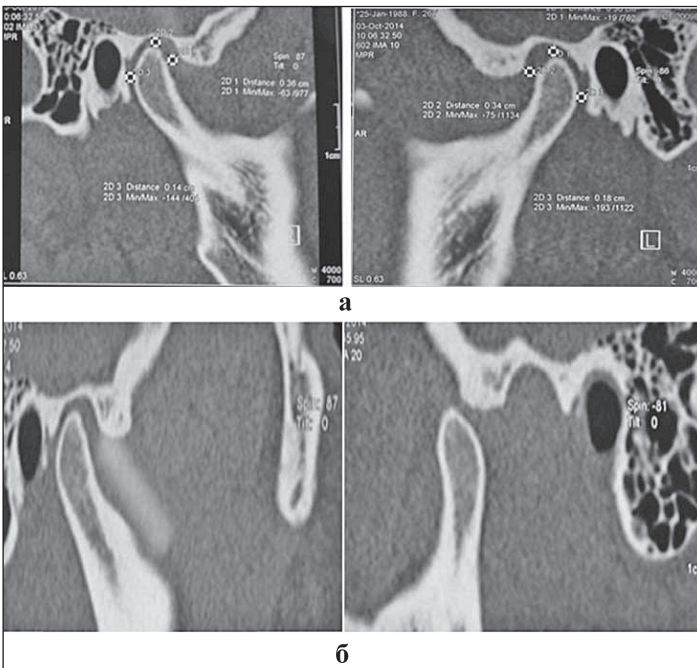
КТ СНЩС пацієнтки К., 39 років Діагноз: компресійно-дислокаційна дисфункція СНЩС. Явища компресії справа, дислокації суглобової голівки зліва. При закритому роті (а) відмічається звуження суглобової щілини в верхніх і задніх відділах правого і розширення в лівому СНЩС, при відкритому роті (б) ліва суглобова голівка в стані дислокації.
